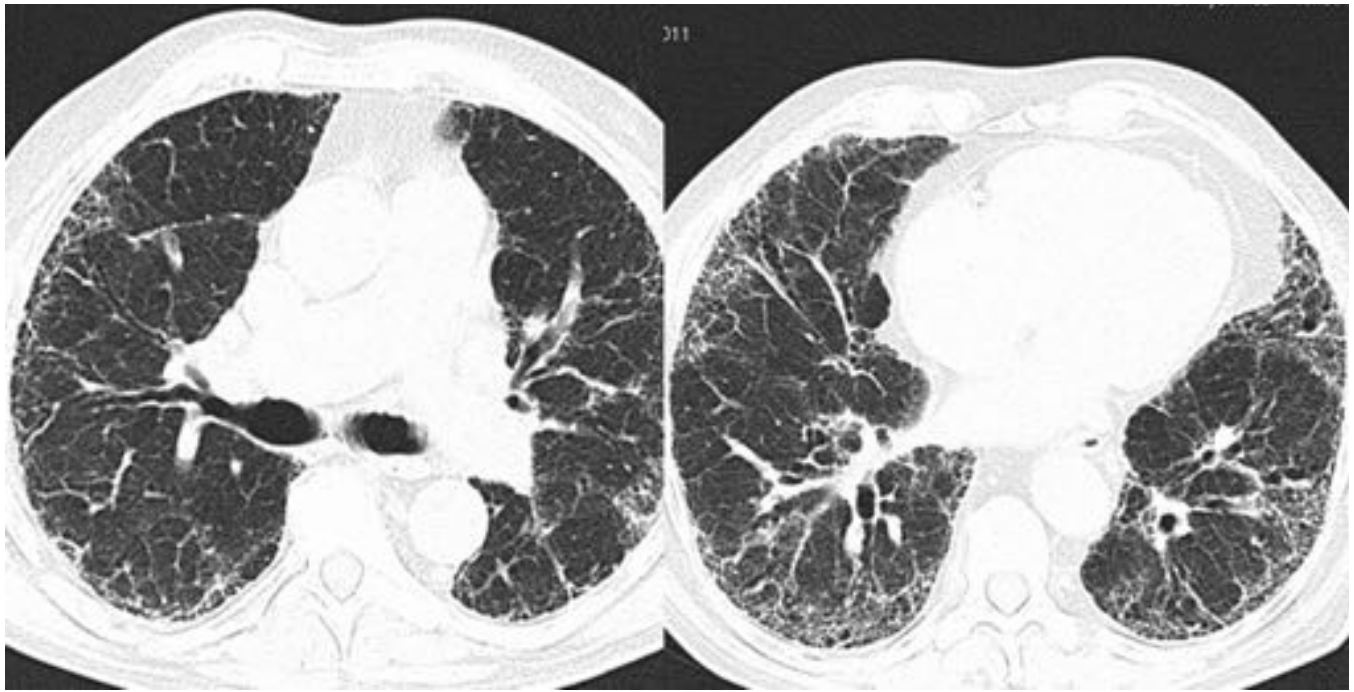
NINE. TC de tórax del mismo paciente que la figura 6. . Opacidades periféricas en vidrio deslustrado y engrosamiento septal, en paciente con toxicidad por amiodarona.
